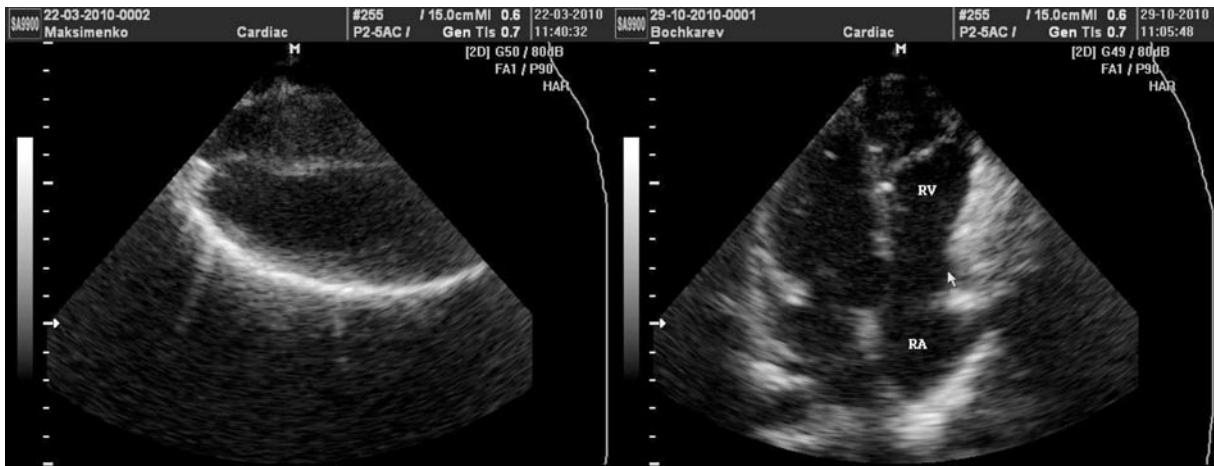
На левой эхокардиограмме, выполненной из парастеральной позиции по короткой оси, видно, как верхушка правого желудочка «наплывает» над верхушкой левого желудочка. Конечный диастолический размер правого желудочка соответствовал нормативам. Увеличивался лишь длинник правого желудочка. На эхокардиограмме справа, выполненной из апикальной четырехкамерной позиции, отмечена компрессия правого желудочка в области талии сердца и в приточном отделе (отмечено стрелкой). По ультразвуковым характеристикам ткань, располагающаяся между правым желудочком и грудной клеткой, жировая
